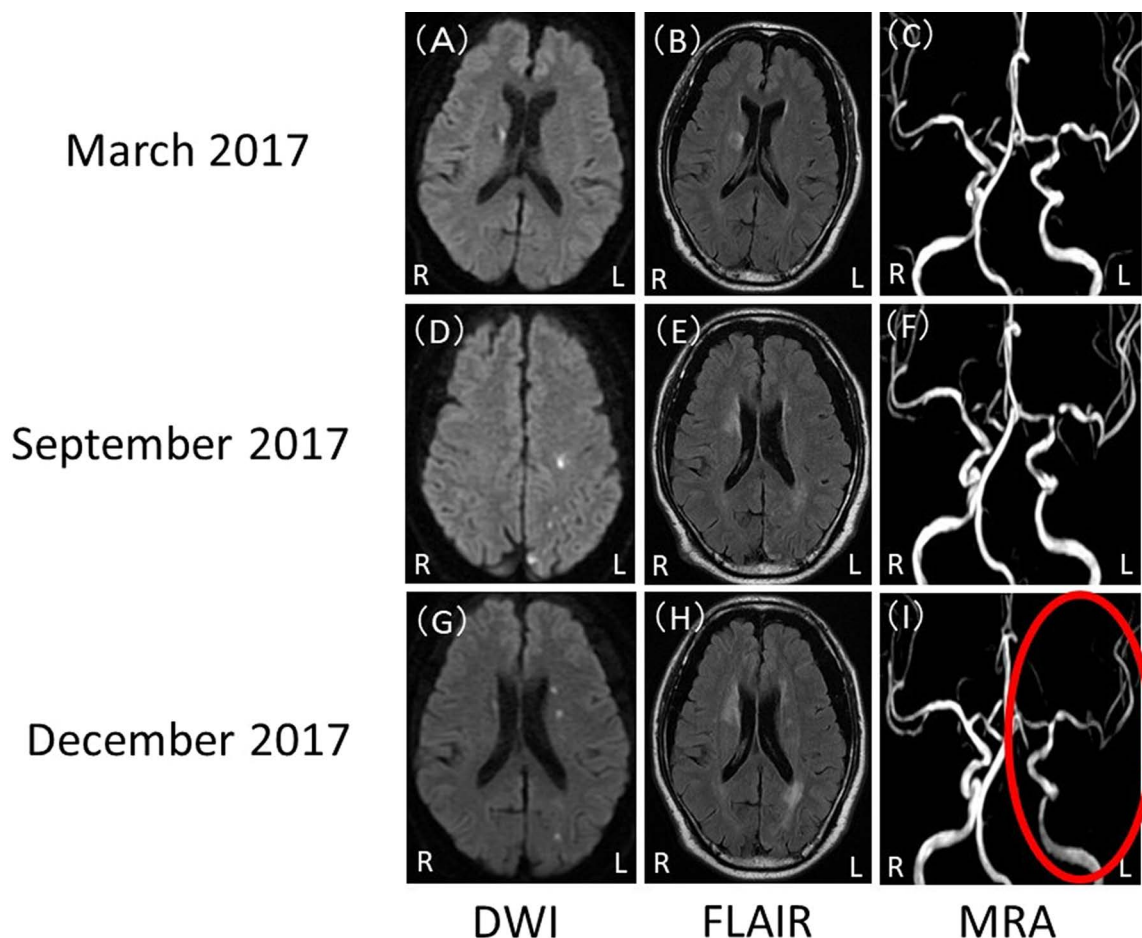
Brain MRI and MRA in March, September, and December in 2017.
